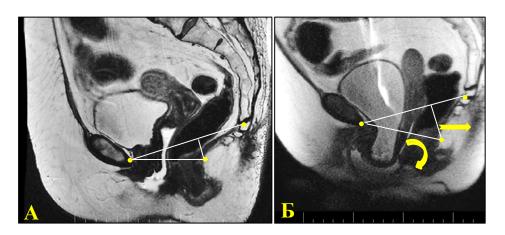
Методика динамической магнитно-резонансной томографии у пациентки с пролапсом тазовых органов (цистоцеле). А – состояние в покое, Б – проба Вальсальвы (стрелками указано направление опущения и релаксации структур малого таза).
